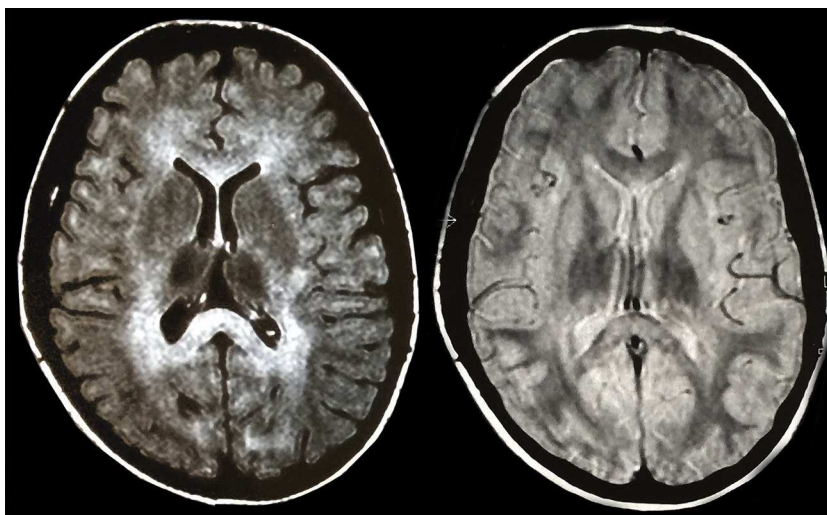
Imagen de RMN en la que se observan datos de leucoencefalopatía metacromática con extensa afectación cerebral subcortical, de centros semiovalares, de cápsulas internas y externas y ambos *branchium pontis*.
